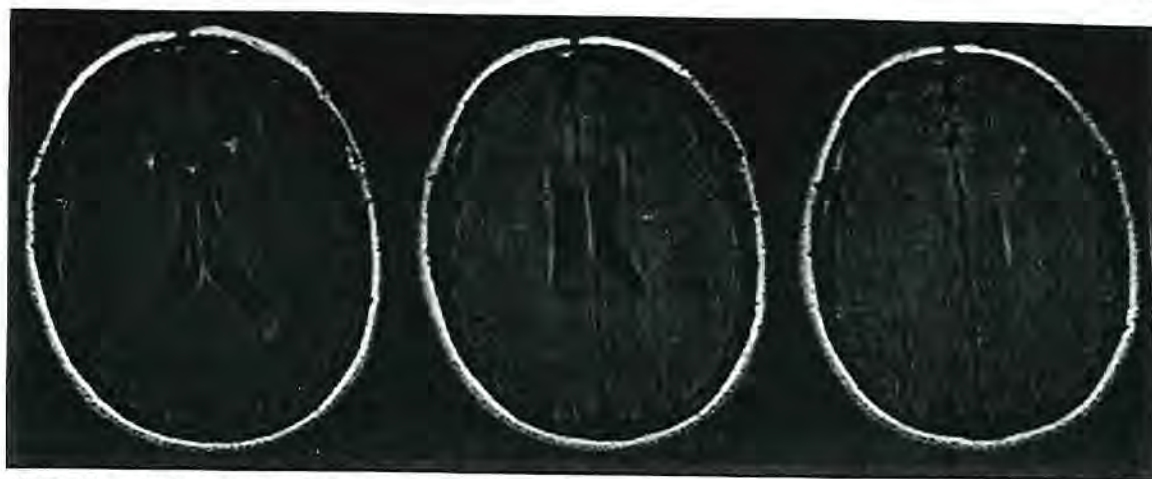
Imágenes del estudio de resonancia magnética realizado a la paciente, en las que se observan lesiones puntiformes hiperintensas en la sustancia blanca subcortical, de predominio frontal y parietal bilateral, en relación con pequeños infartos lacunares de aspecto crónico e incipiente leucomalacia isquémica periventricular por probable enfermedad de pequeño vaso.
